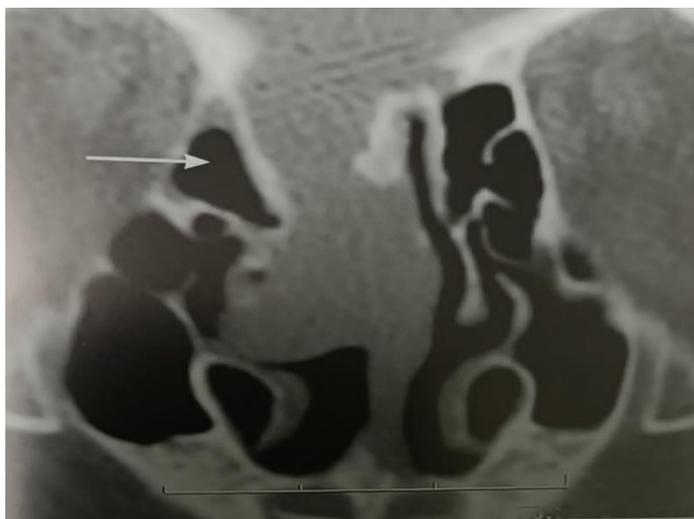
Tomografía Computarizada de senos paranasales, corte coronal.
